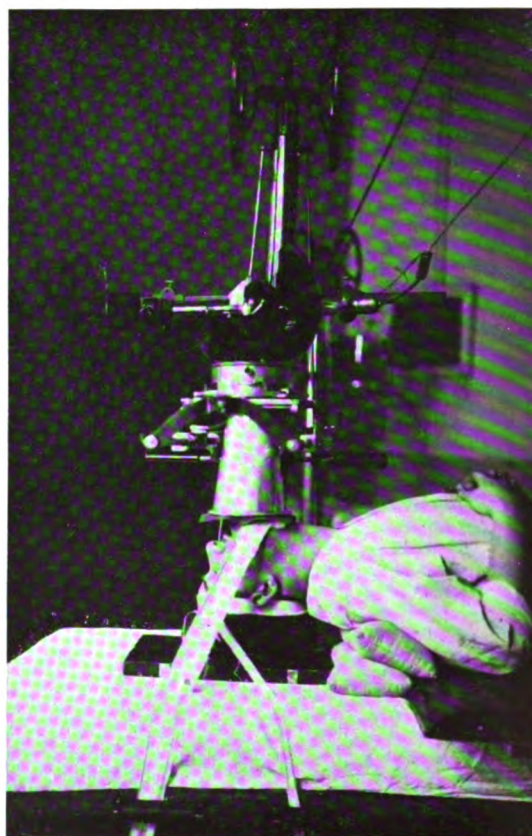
Radiographie de la base du crâne. Incidence postérieure. — Menton. — Vertex. — Plaque.
